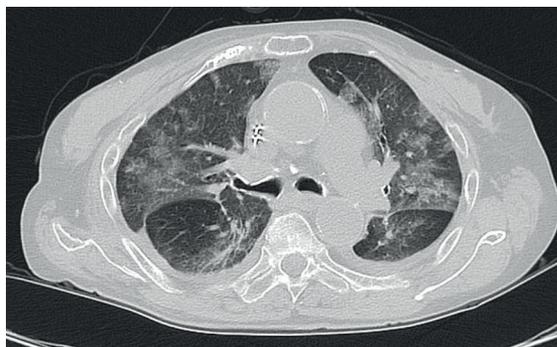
TC do tórax revelando opacidades em vidro fosco periféricamente localizadas e consolidações bilaterais segmentadas.
